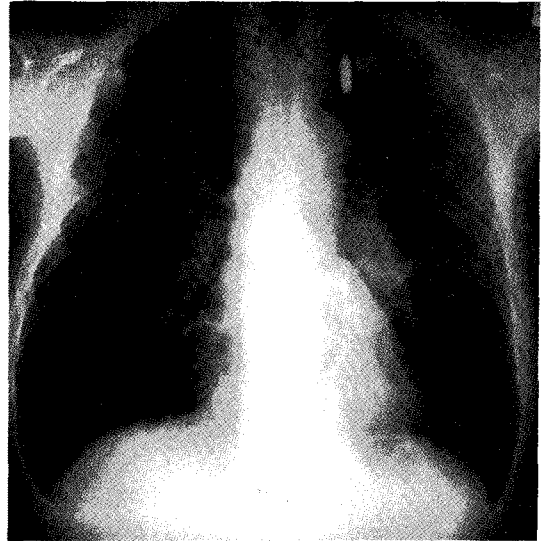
Chest PA and left lateral X-ray films shows mass density in left middle lung fields and bullet (arrow) in left upper lung fields.
